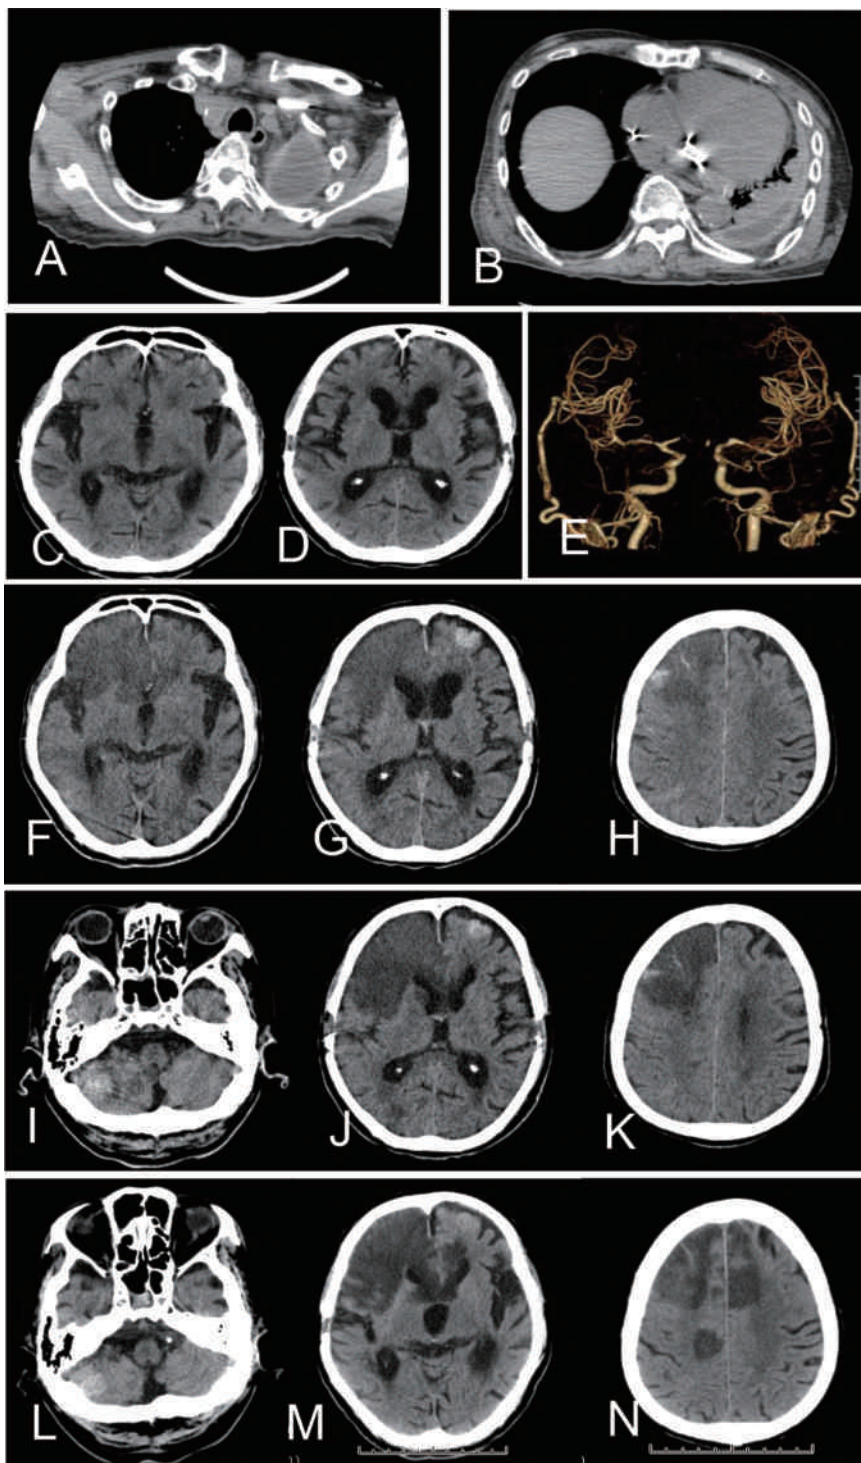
症例2。A, B:入院時胸部単純CT。C, D:入院時頭部単純CT。E:入院時頭部CT angiography。F-N:入院後頭部単純CT。F-H:第2病日, I-K:第4病日, L-N:第10病日
